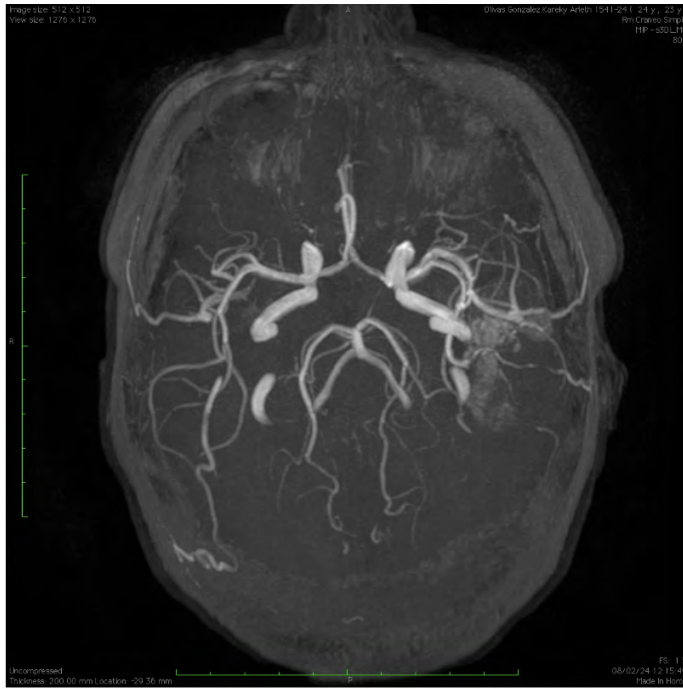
Antirresonancia magnética de cráneo visualizando malformación arteriovenosa en región parietal izquierda
